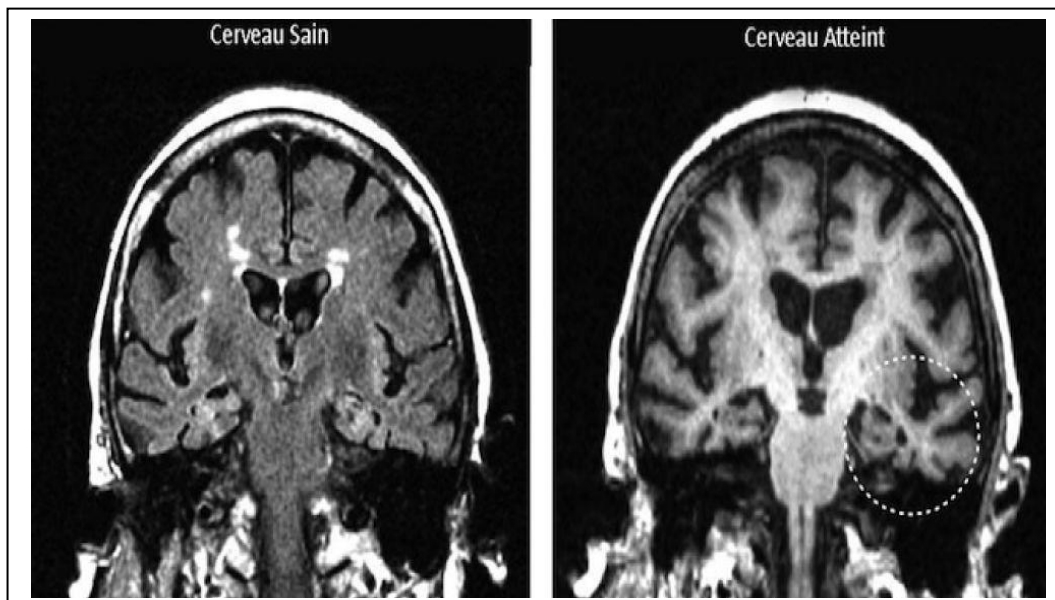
Comparaison des images d'IRM cérébrale d'un sujet sain et d'un sujet atteint de MA. [ELSIDDIG *et al.*, 2018]
